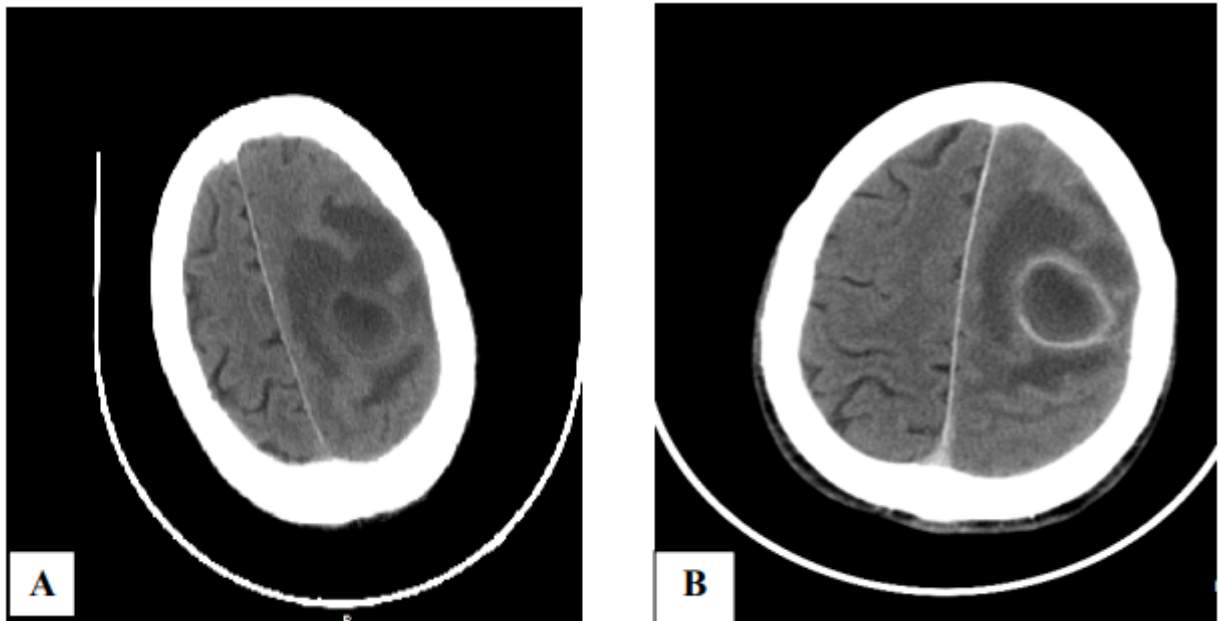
TDM en coupe axiale sans (A) et avec injection de produit de contraste (B) montrant un abcès frontal gauche avec effet de masse et œdème péri lésionnel.(140)
